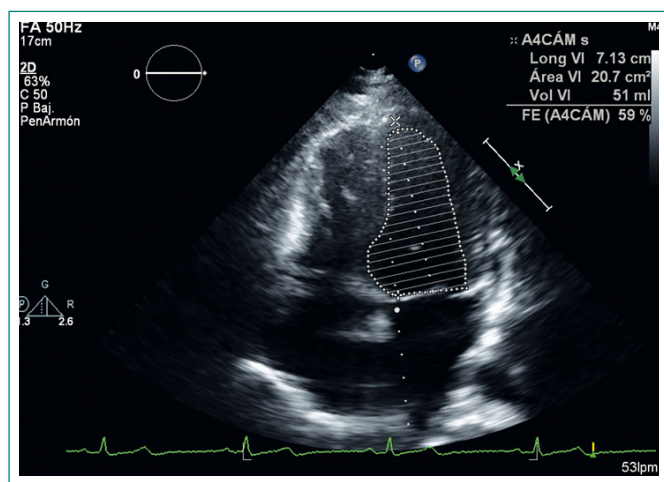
Ecocardiografía de control: mejoría de la fracción de eyección del ventrículo izquierdo
